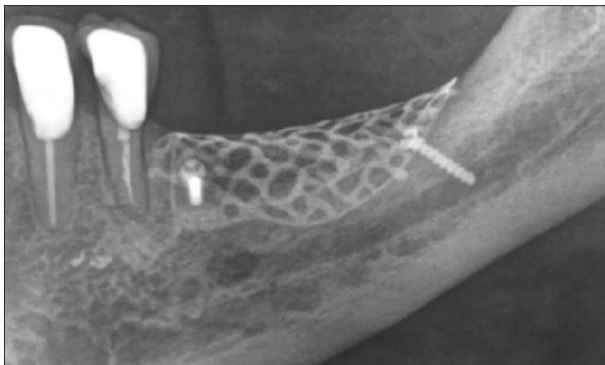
Röntgenansicht des augmentierten Areals vor dem Implantationseingriff.
